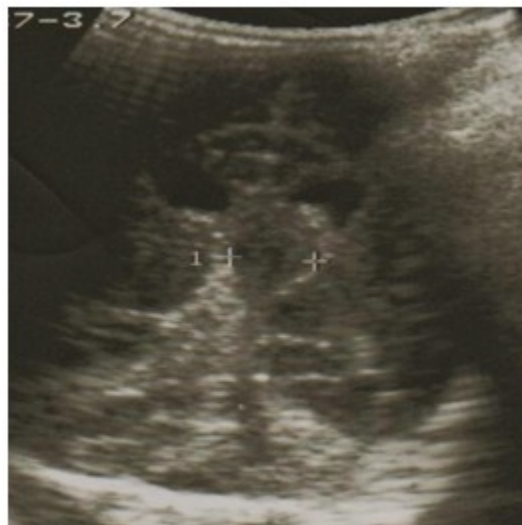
Corte coronal de ultrasonografía de control a los 5 días que revela mejoría imagenológica con reducción del tamaño de la lesión.
